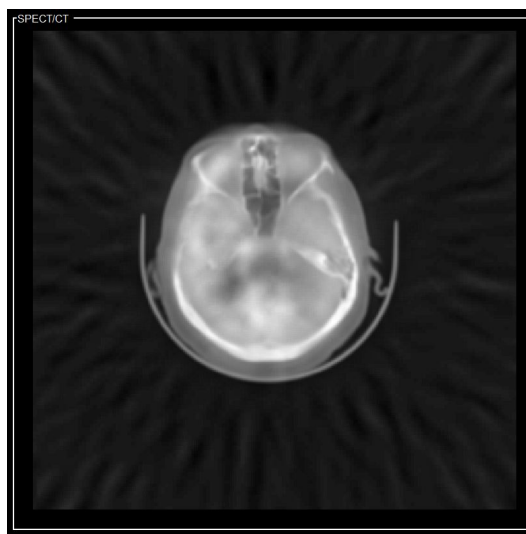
Fusión SPECT/TC - Pirámide Gaussiana
